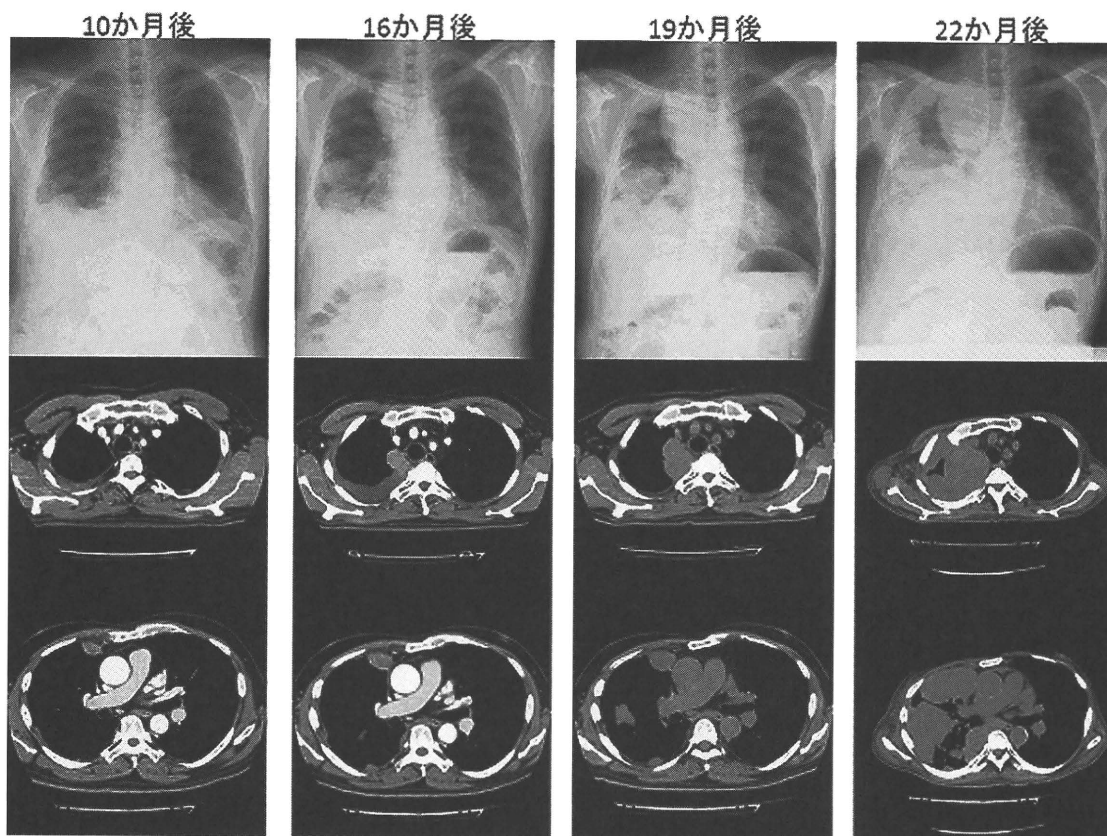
臨床経過を示す胸部レントゲンおよび胸部 CT 縦隔条件
